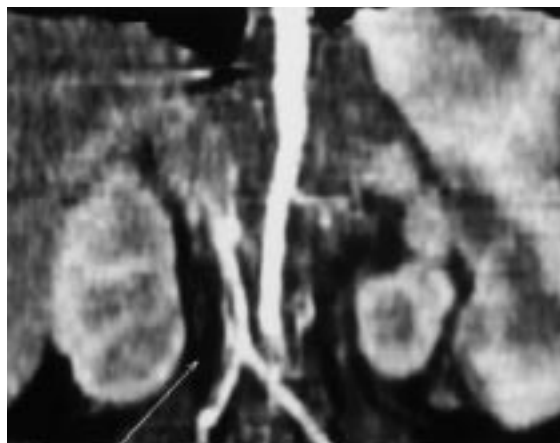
Angiografía-TC del paciente 4. La flecha señala la localización del trombo en la vena cava inferior, adherido y siguiendo el trayecto del catéter venoso central.
